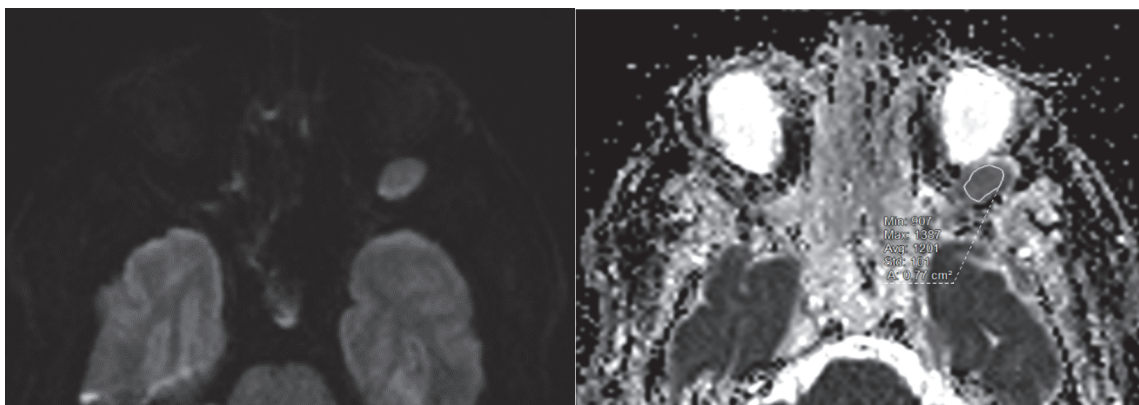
IRM orbitaire, coupe axiale, patiente de 45 ans porteuse d'une métastase orbitaire.
